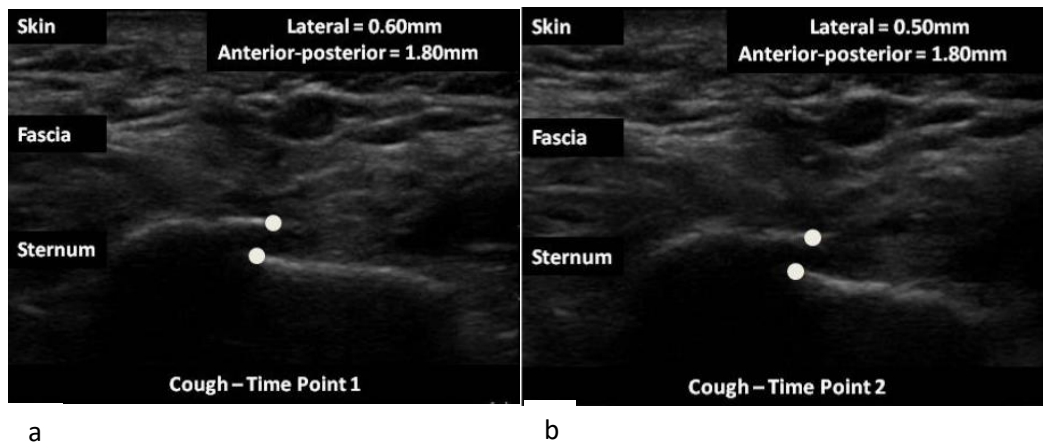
USG Transversal sternum (Nickson and Rippey, 2011)
